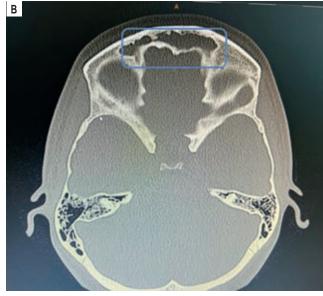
Компьютерная томограмма пациентки H.: A — концентрическое утолщение слизистой стенок верхнечелюстнх пазух (очерчено красным контуром); B — тотальное затенение лобных пазуух (очерчено синим контуром)
